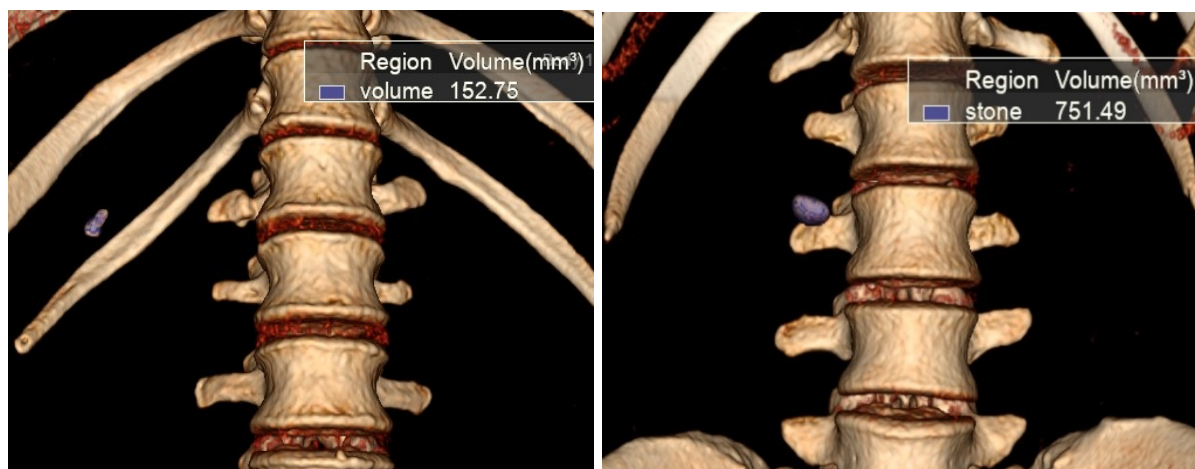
МСКТ, 3D-реконструкции. Измерение объема камней
